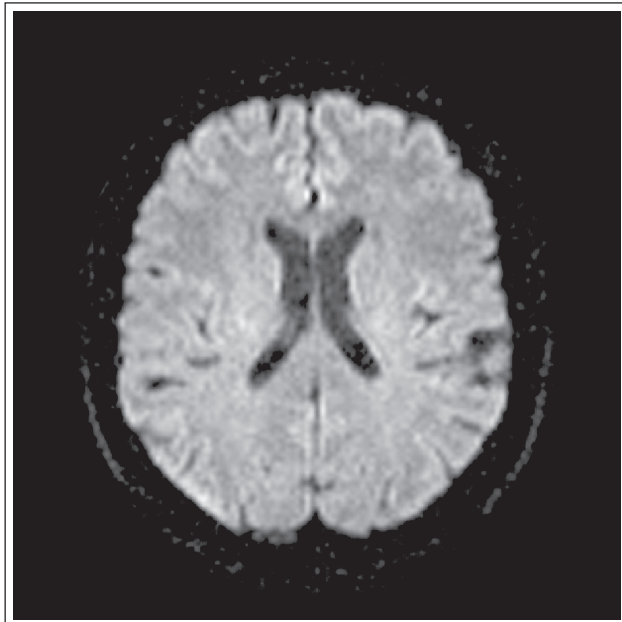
Präprozedurale zerebrale diffusionsgewichtete Magnetresonanztomographie.
